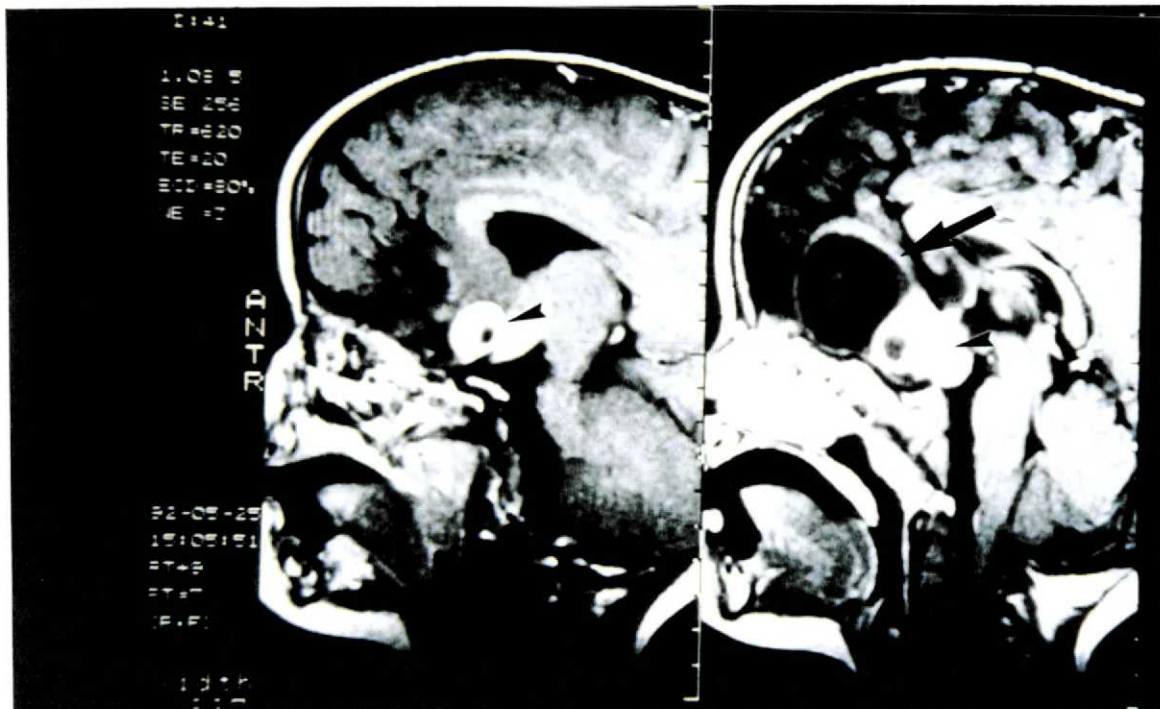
Exame de ressonância magnética do caso n.º 5, cortes sagitais em T1, pré-operatório, mostrando tumor na região do quiasma óptico (cabeças de seta) com volumosa expansão cística para o lobo frontal (seta).
